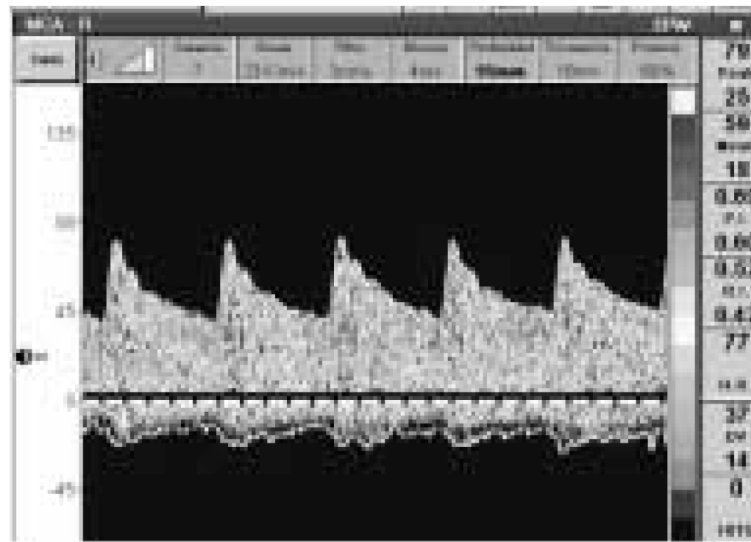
Doppler Transcranial de Arteria Cerebral Media con valores de velocidad media e Índice de Pulsatilidad normales.
